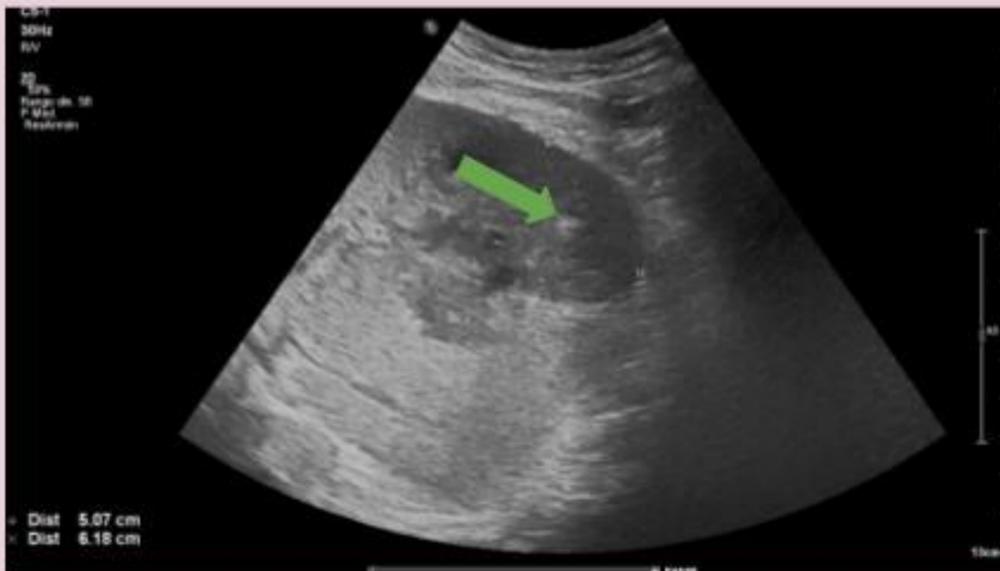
Paciente de 55 años con antecedentes de AH por *K. pneumoniae* con nuevo episodio de dolor en costado derecho y fiebre. En ecografía de urgencias un área hipo/isoecoica de límites imprecisos con zonas anecoicas de licuefacción (flecha azul) e hiperecogénicas con artefacto de reverberación (flecha verde) sugerentes de gas intralesional. Hemocultivo positivo para *K. pneumoniae*.
